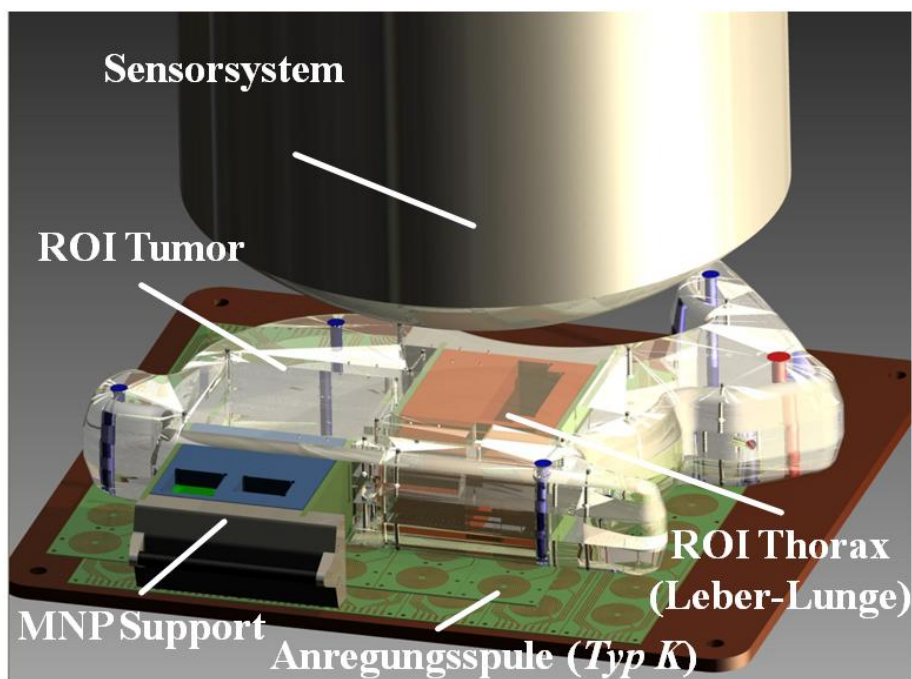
3D Modell des MRX-Tomographie-Prototyps Kaninchen. Unterhalb des Sensorsystems befindet sich das Kaninchenphantom aus Kapitel 3.1.3 mit den MNP-Supports der ROIs Tumor und Thorax. Das am Phantomkörper montierte Anregungsspulensystem besteht aus zwei übereinander angeordneten Platinen, auf denen jeweils  $8N_x \times 7N_y$  Spulen *Typ K* aus Kapitel 3.2.5 realisiert wurden. Zwei baugleiche Platinen, die aus Darstellungsgründen nicht dargestellt sind, befinden sich an der Oberseite des Phantoms. Für die MRX-Tomographiemessungen wurden 15 Anregungsspulen oberhalb und 15 unterhalb der ROI Tumor genutzt.
